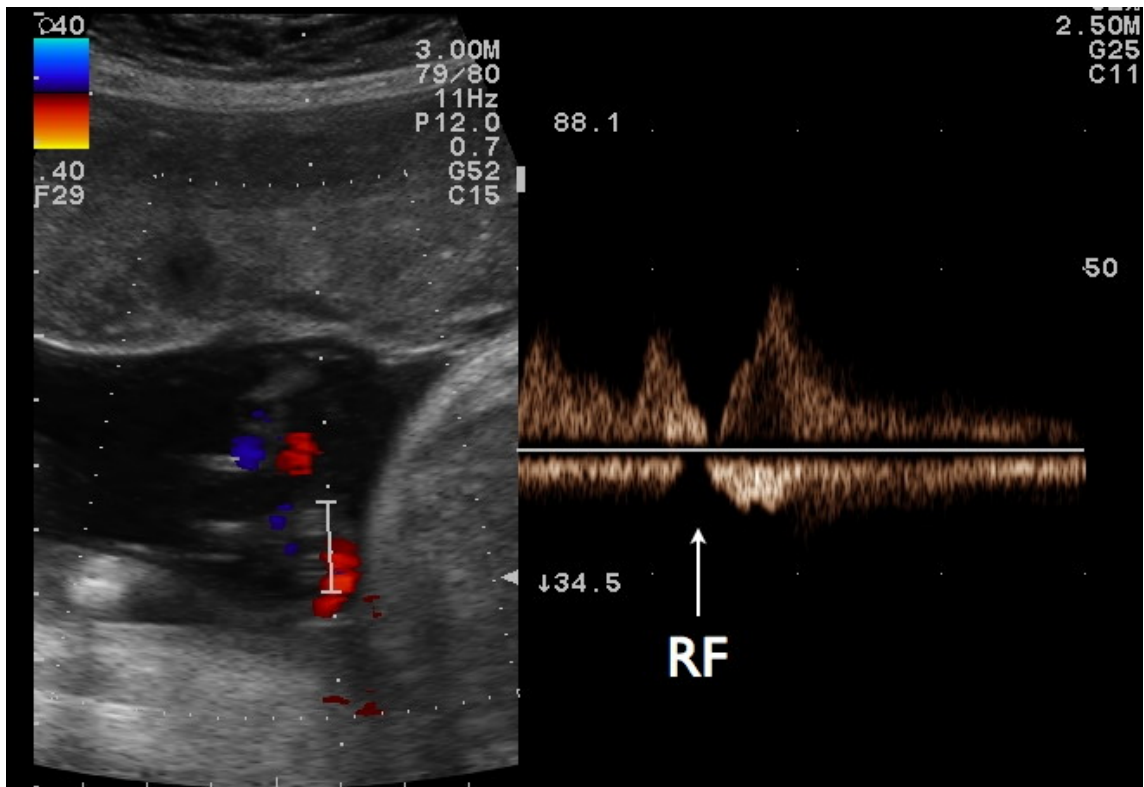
Dòng Doppler bình thường ở vị trí dây rốn. Cửa sổ khảo sát Doppler được phóng to để ghi nhận đồng thời dòng động mạch (đập) và dòng chảy TM (chiều ngược lại, liên tục và vận tốc thấp).
